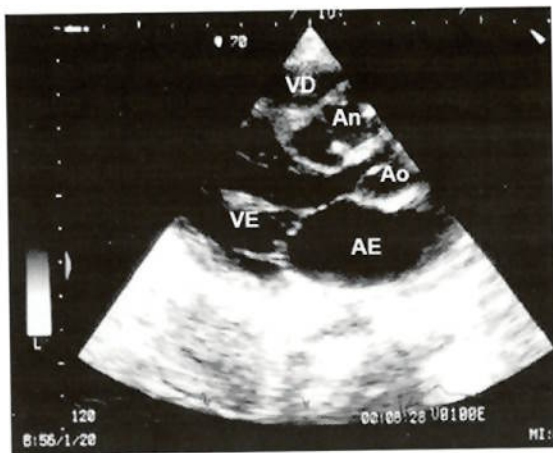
O ecocardiograma transtorácico (pré-operatório) imagem paraesternal eixo longo, revela aneurisma do septo interventricular e do seio de Valsalva da coronária direita. AE - aurícula esquerda, VE - ventrículo esquerdo, VD ventrículo direito, An - aneurisma, Ao - raiz da aorta.
